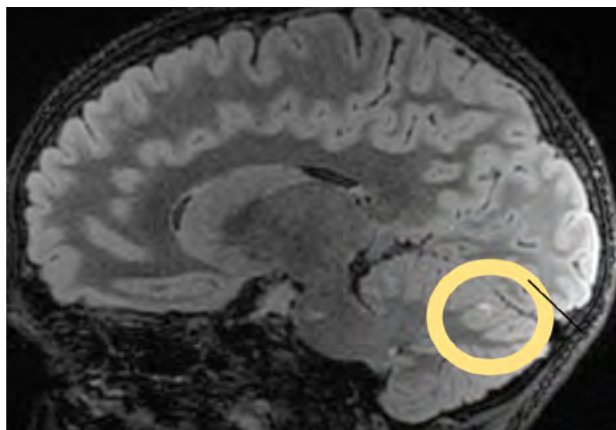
Ressonància magnètica cranial, seqüència T2 FLAIR, tall sagital. Infarts lacunars al cerebel.
